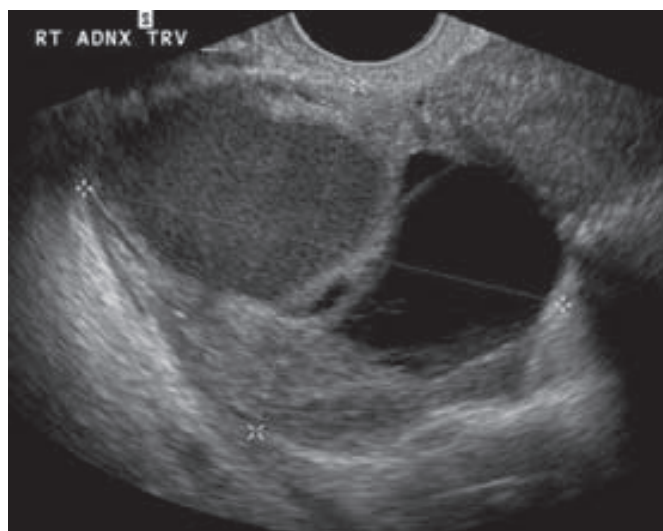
Ecografía transvaginal que muestra una masa ovárica compleja. Se observan componentes quísticos y sólidos, así como tabiques gruesos dentro del quiste. Tales hallazgos aumentan la preocupación clínica de malignidad. (Por cortesía de la Dra. Diane Twickler.)
